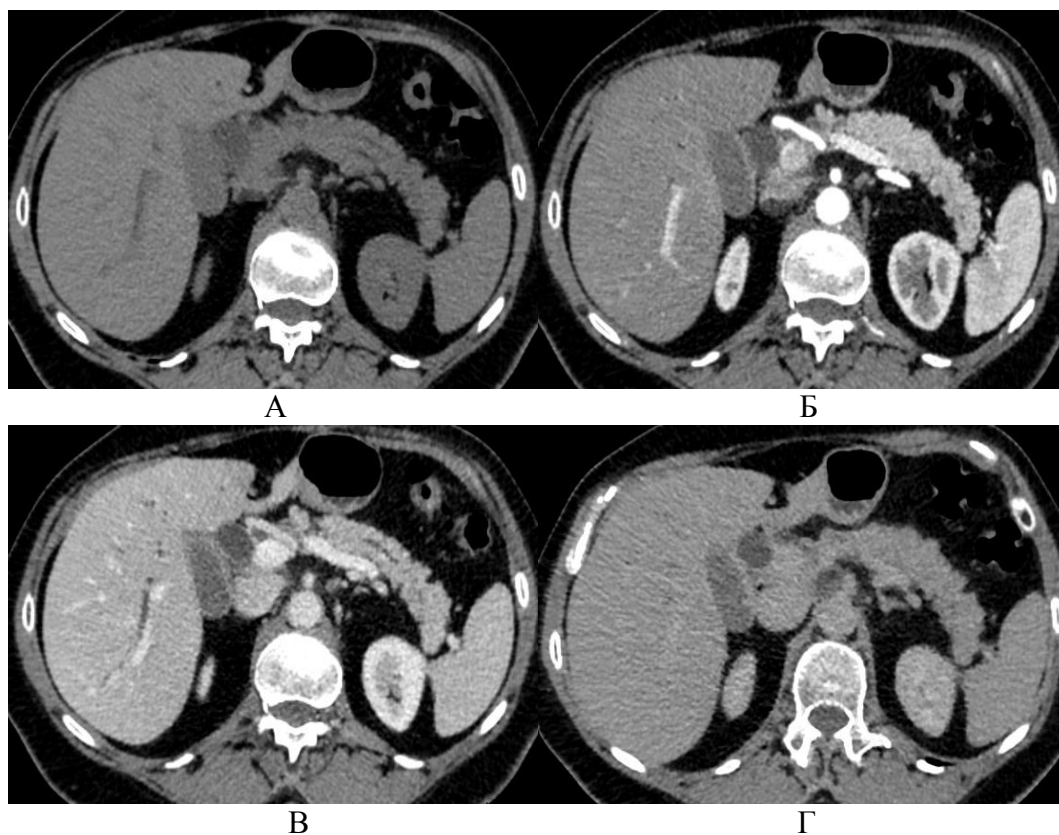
КТ «Мягкая» структура поджелудочной железы. Компьютерная томография с контрастным усилением. А-нативная фаза, Б-артериальная фаза, В-венозная фаза, Г-отсроченная фаза.
